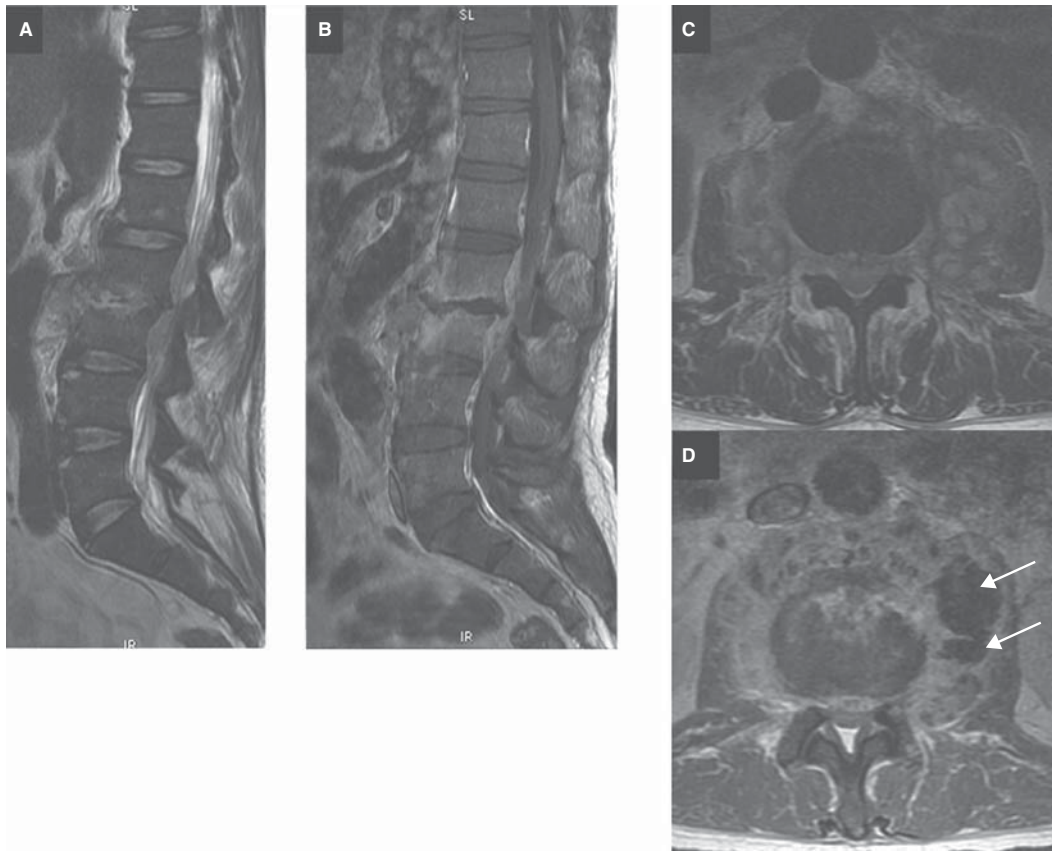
Espondilodiscitis. A) RM sagital eco de espín con información T2. B) Sagital eco de espín con información T1 y gadolinio. C) RM axial eco de espín con información T2. D) Eco de espín con información T1 y gadolinio. El disco L2-3 presenta alta señal en T2, irregularidad de los contornos de los platillos adyacentes. Realce con el medio de contraste de éstos y de los tejidos blandos prevertebrales, los músculos psoas donde se aprecian pequeñas colecciones que realzan con el medio de contraste correspondientes a abscesos (flecha).
